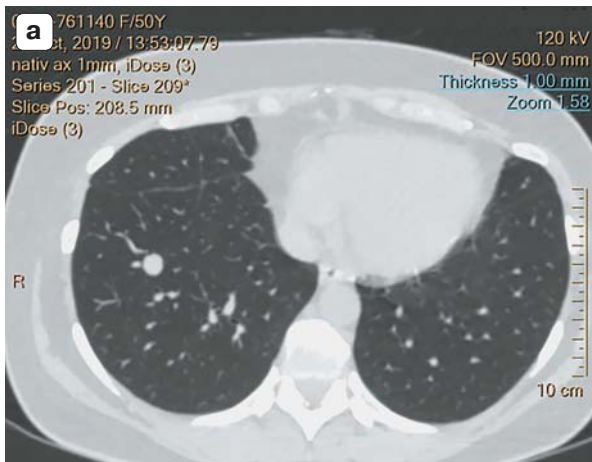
МСКТ-изображения гломусной ангиомы правого легкого. а – аксиальная проекция; б – сагиттальная проекция; в – фронтальная проекция; г – трехмерная реконструкция изображения.
